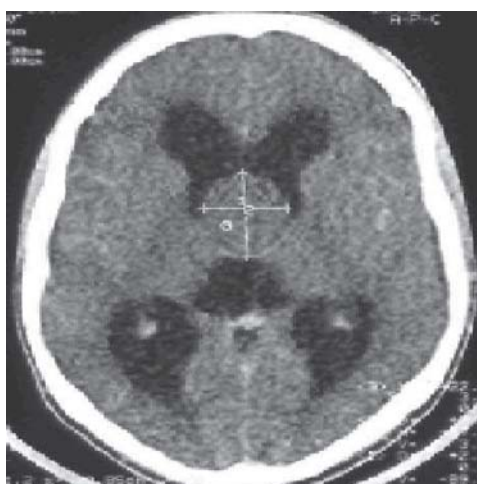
TDM : Kyste colloïde du V3, de 3 cm de diamètre, hypodense [7].
